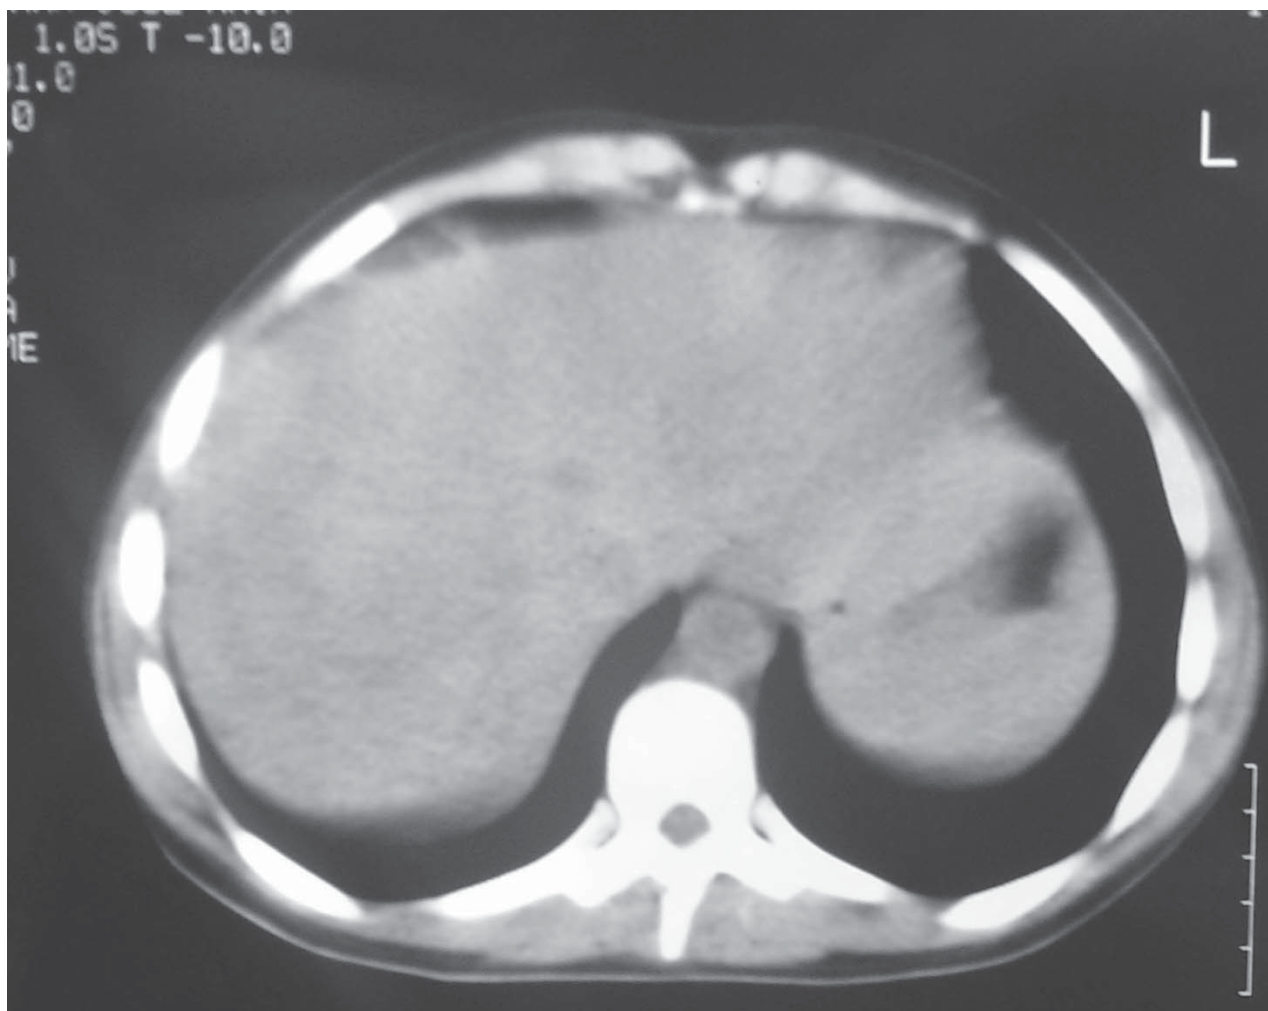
Corte de TAC: fígado heterogêneo, com áreas de atenuação baixa
